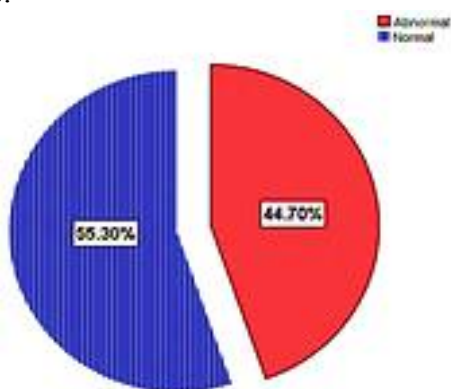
Prevalence of the positive CT scans of the patient presenting with headache.
